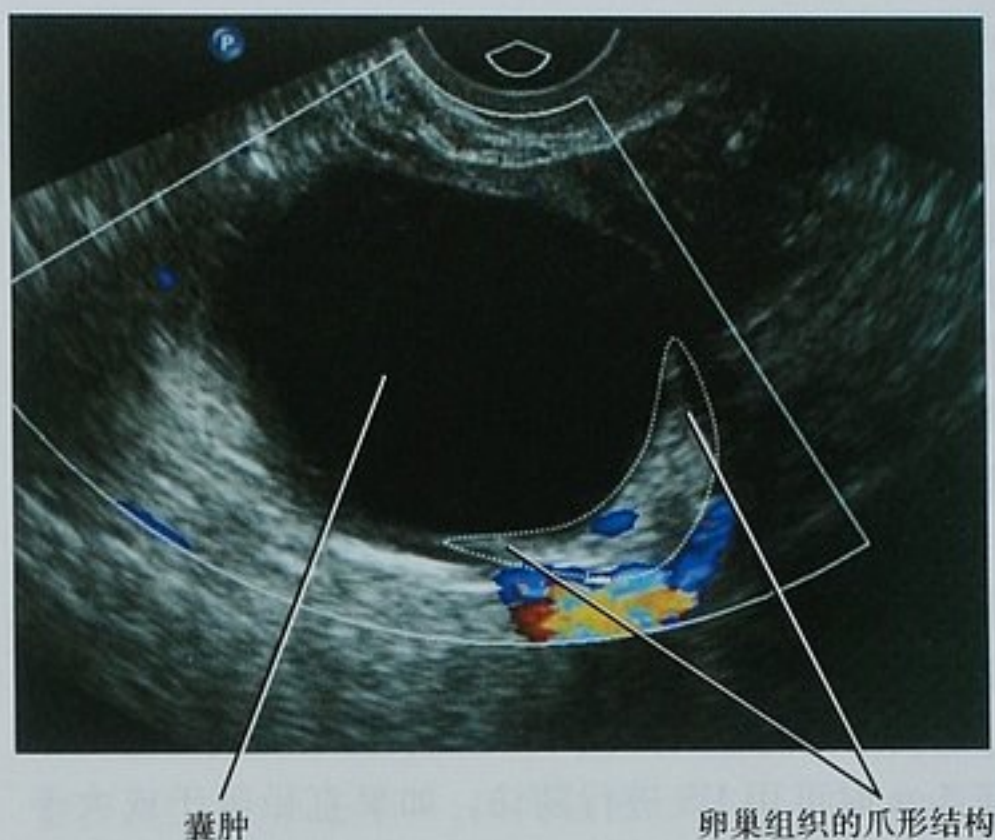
盆腔阴道超声显示附件区域的一个单纯囊肿。囊肿周围围绕着卵巢实质的爪形结构,提示是来源于卵巢而不是卵巢旁组织的囊肿
